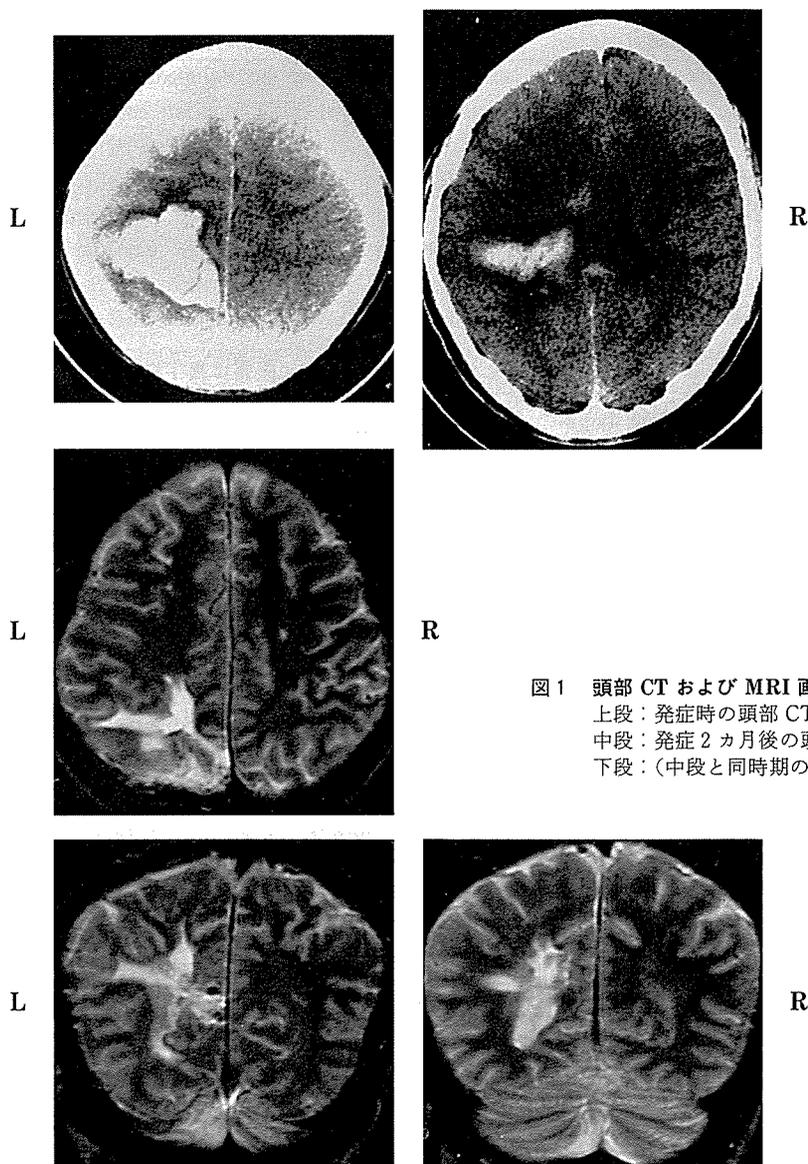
頭部 CT および MRI 画像 (T2 強調)
